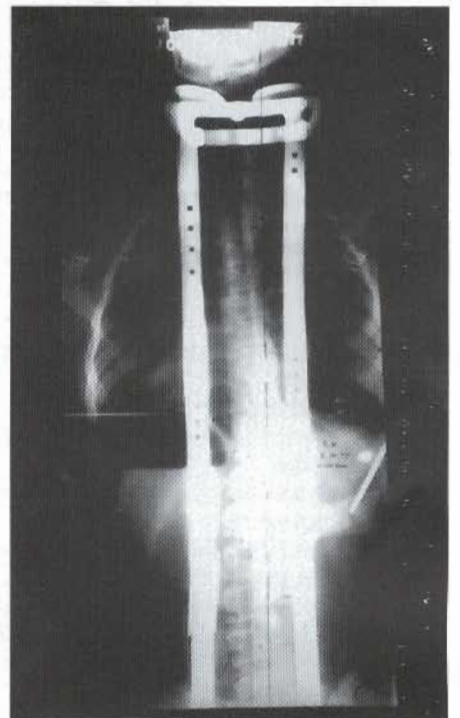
Röntgenaufnahme einer Wirbelsäule mit Orthese. Die rechte Thorakalpelotte darf nicht weiter angezogen werden.
